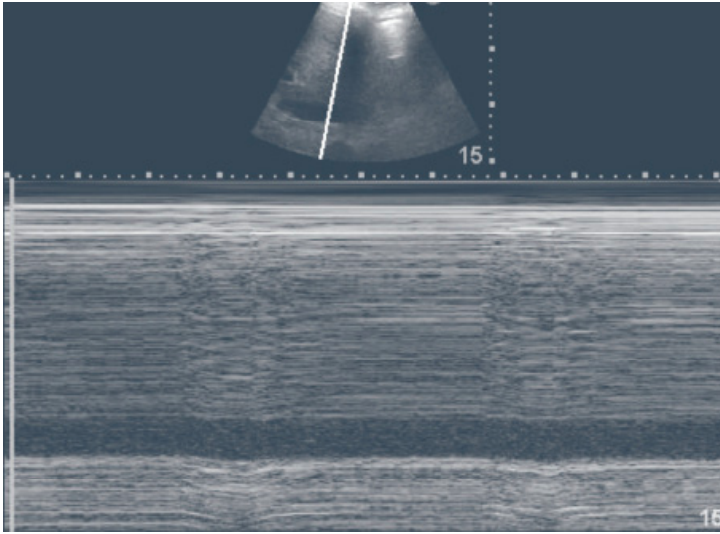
La evaluación USG de la VCI se realiza por vía transtóraca con un abordaje subcostal.
